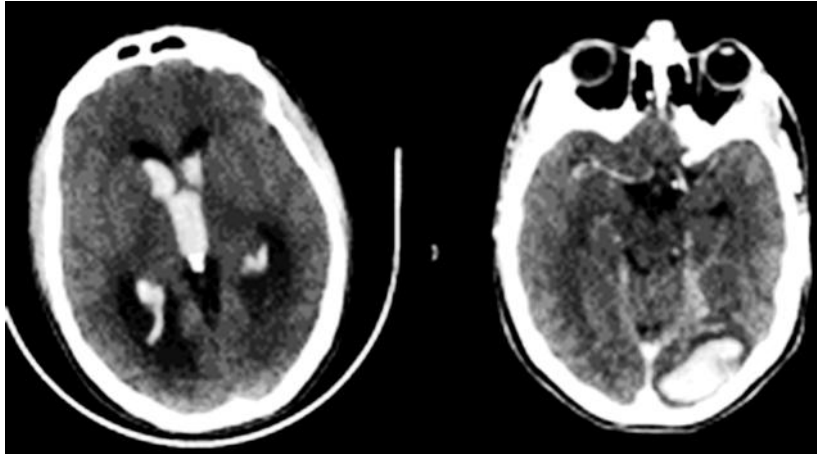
Deux types de ruptures de MAV en TDM : à gauche, hémorragie intraventriculaire ; à droite, hématome cérébral occipital gauche (Angio-TDM) [94].
